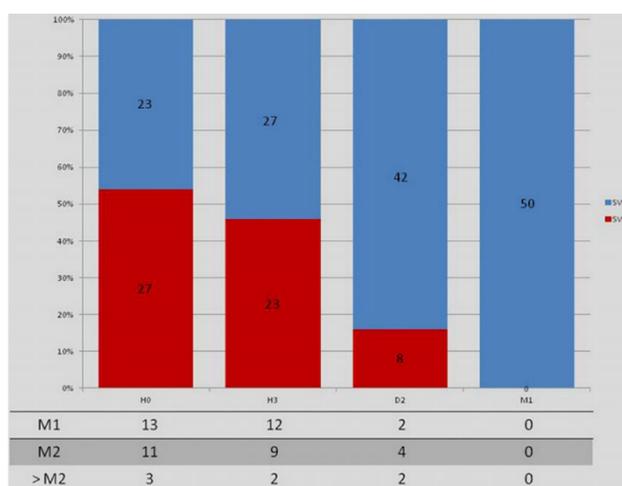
Evolution of clot visualization on T2-weighted gradient echo imaging.
